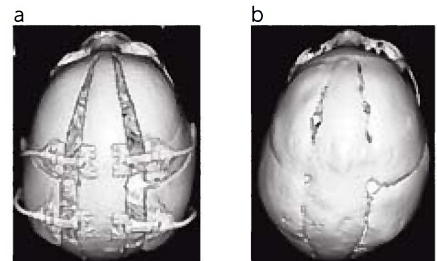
骨延長後の3D-CTで左右に頭蓋骨が拡大されていることがわかる（a）。5歳時には骨欠損部が新しい骨できれいに修復されている（b）。
